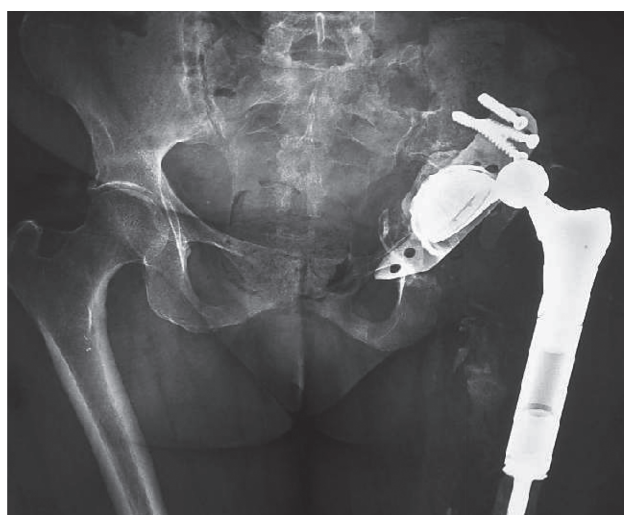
Radiographie du bassin de face montrant la luxation de la prothèse de reprise à gauche.
